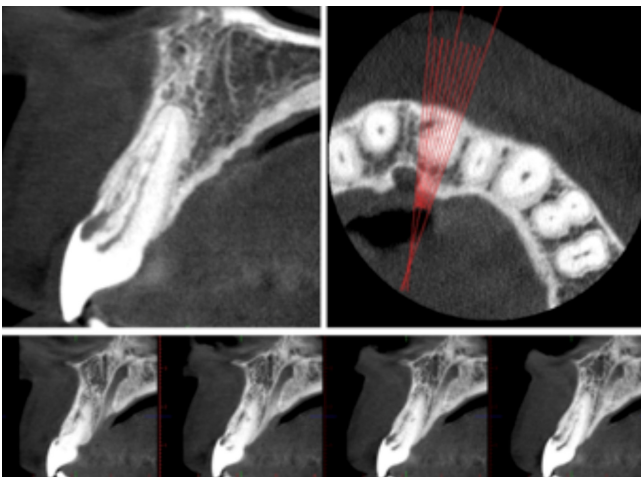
Tomografía computarizada de haz cónico: cortes transversales y axial de diente 2.1.
